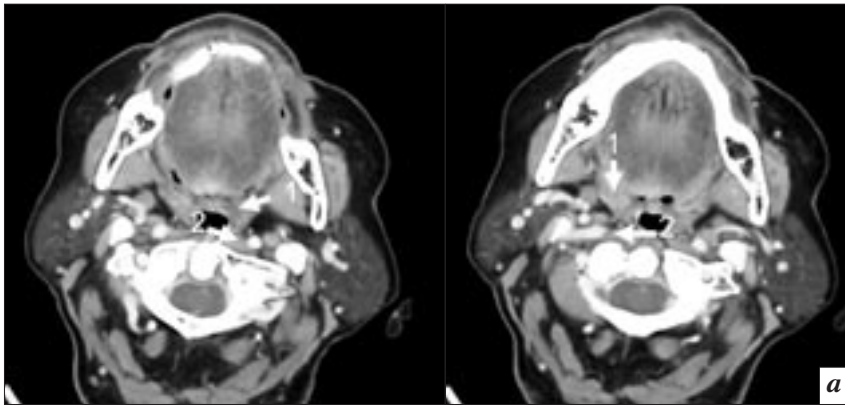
КТ (а) и МРТ (б) полости рта и ротоглотки с контрастным усилением (МРТ, T2-ВИ): 1 – нёбные миндалины; 2 – внутренние сонные артерии.
